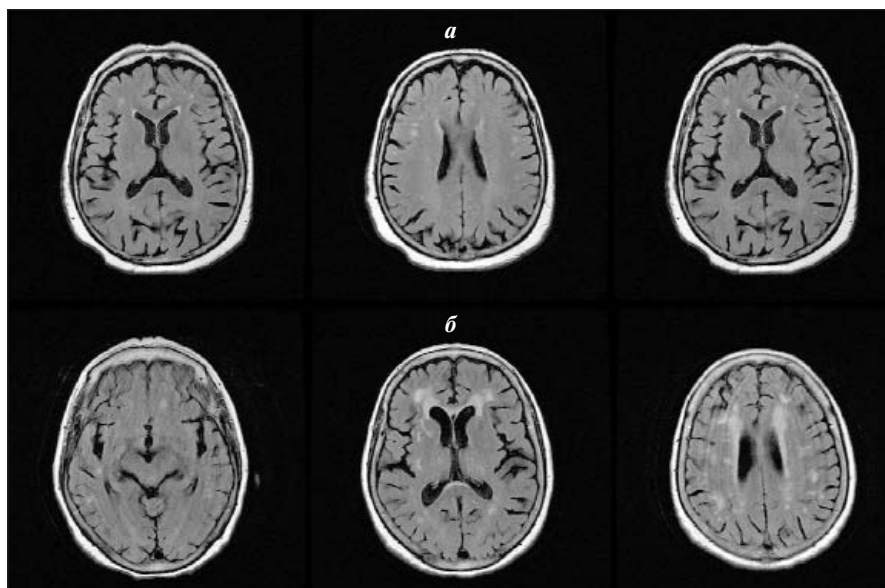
МРТ головного мозга пациентов с сосудистой патологией головного мозга и эпилептическими припадками. а – 10 баллов по шкале ARWMC; б – 15 баллов по шкале ARWMC
